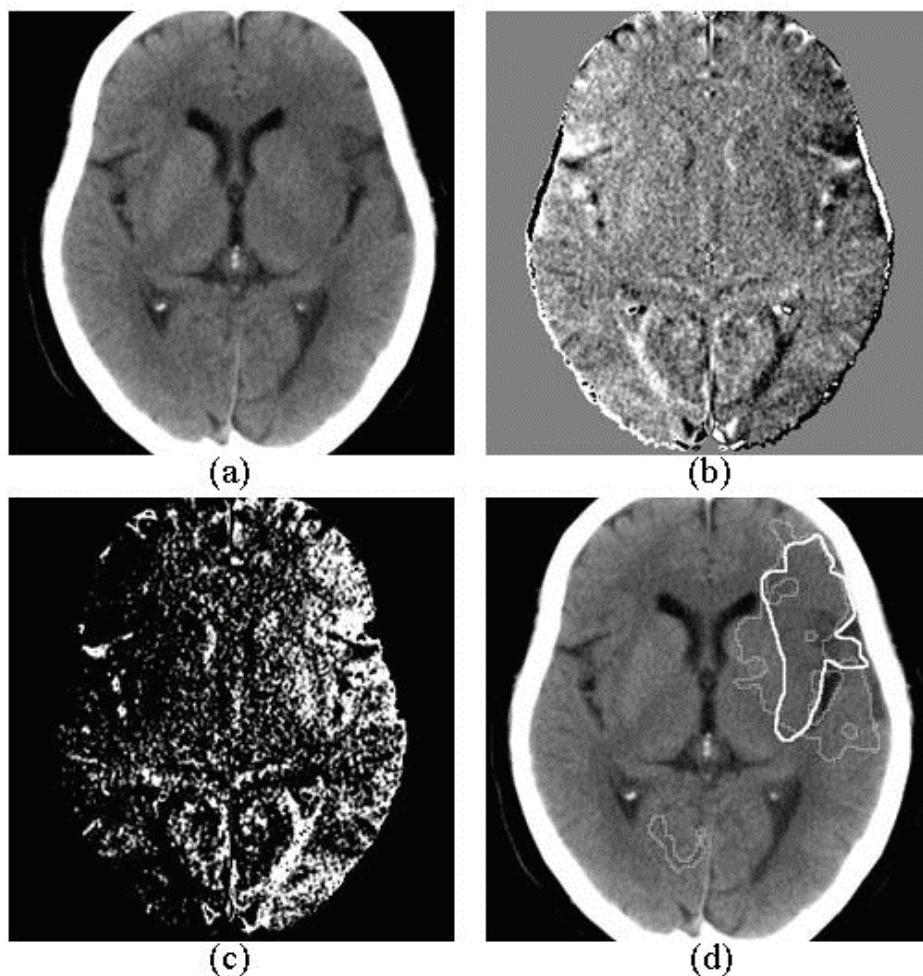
画像データベースの識別難易度に対する主観的評価においてカテゴリ 1 に分類された症例. (a) 脳 CT 画像, (b) 対側性差分画像, (c) 多重しきい値処理画像, (d) 本 CAD システムにより出力された画像. 実線は放射線科医師がマーキングした超急性期脳梗塞領域, 点線は検出した超急性期脳梗塞陰影.
